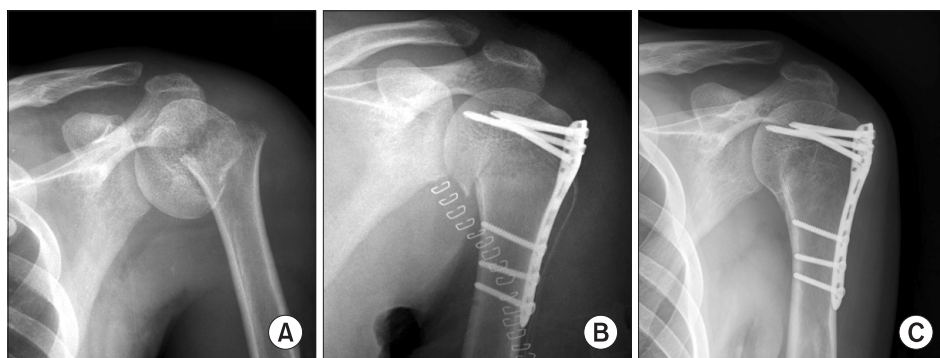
A 65-year-old man who was treated using locking compression plate. (A) The preoperative radiograph shows displaced 2-part proximal humerus fracture. (B) The immediate postoperative radiograph shows adequate reduction and fixation. (C) The last follow up radiograph shows complete bone union. Patient's clinical result using Neer's criteria was excellent and neck shaft angle using Paavolainen's method was good.
